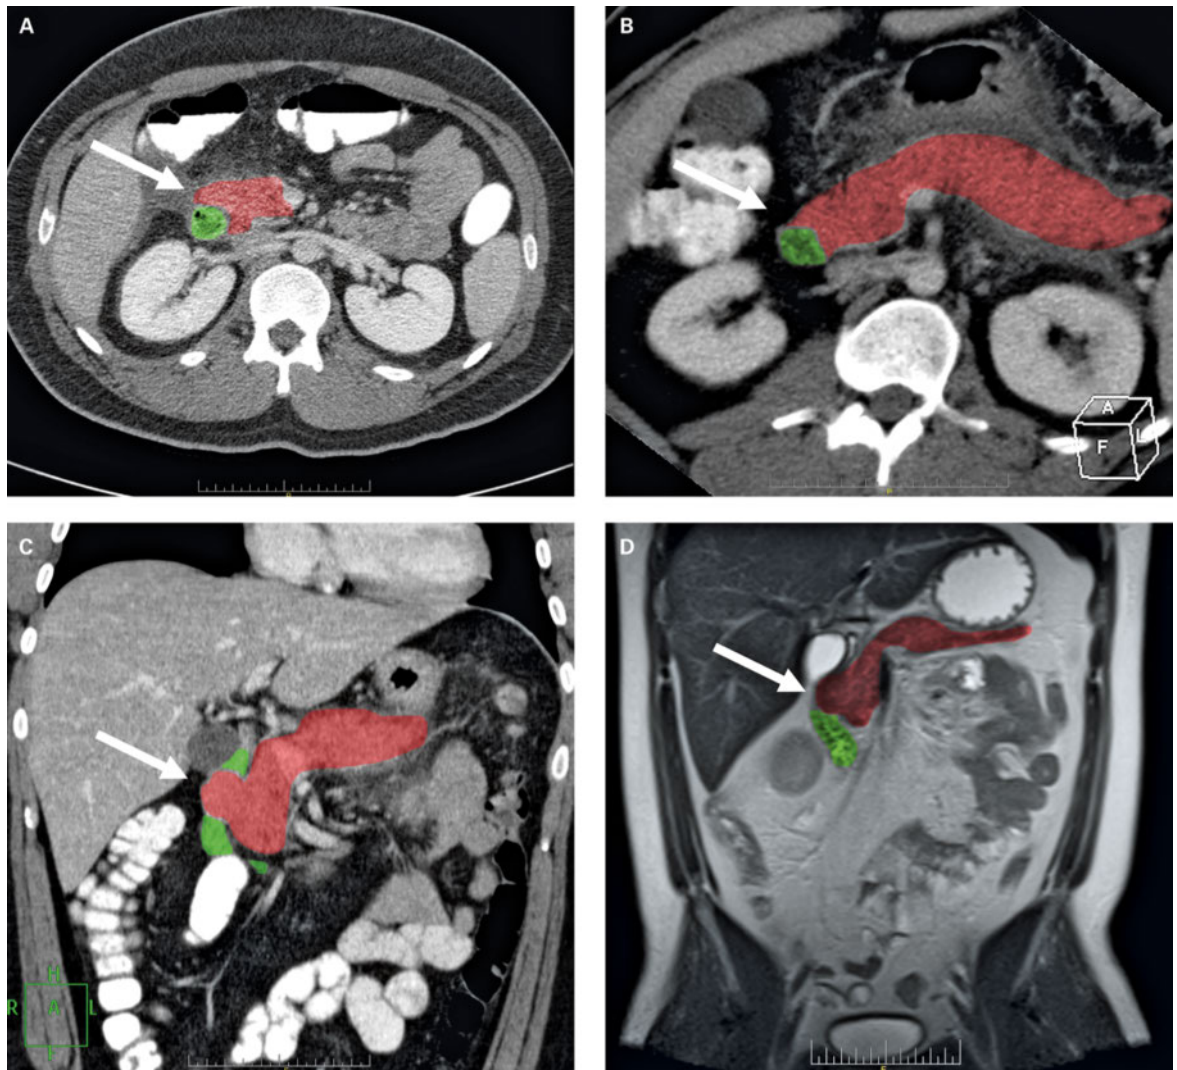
CT- und MRI-Aufnahmen von 2007 und 2010 des zweiten Zwillingings. Retrospektiv lässt sich das inkomplette PA auf allen drei Untersuchungen nachweisen. A: CT 2007: Initiale Befundung als V.a. Perforation im Magen-/Duodenumbereich. B, C: CT 2010: Nachweis von Zeichen einer exsudativen Pankreatitis und einer unklaren Raumforderung Pars II duodeni (was zur Veranlassung des MRIs führte). D: MRI 2010: Rekonstruktion mit Nachweis des inkompletten PA mit leichten postentzündlichen Veränderungen nach zweifacher Pankreatitis. Grün = Duodenum; rot = Pankreas; Pfeil = ventro-medialer Pankreasrand.
